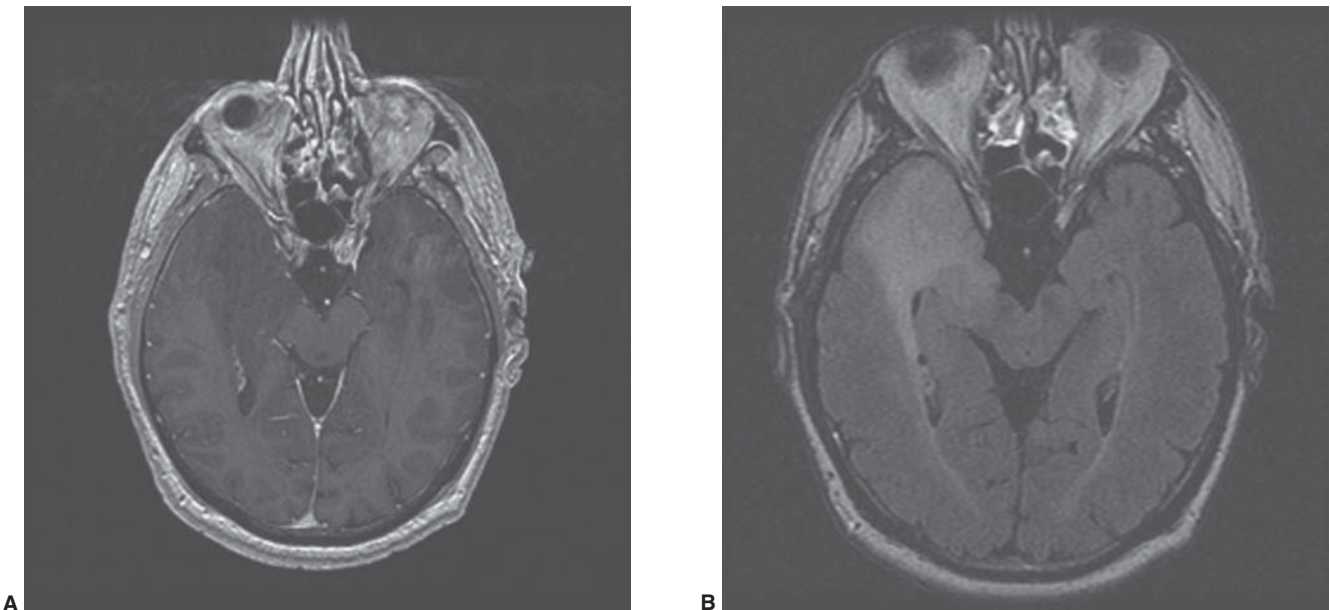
Astrocitoma de bajo grado (grado II). A) Imágenes por resonancia magnética (IRM) con técnica de T1 que muestran una masa hipointensa en la región temporal derecha que no toma el gadolinio. B) Imagen de FLAIR que muestra la extensión de la masa tumoral.
